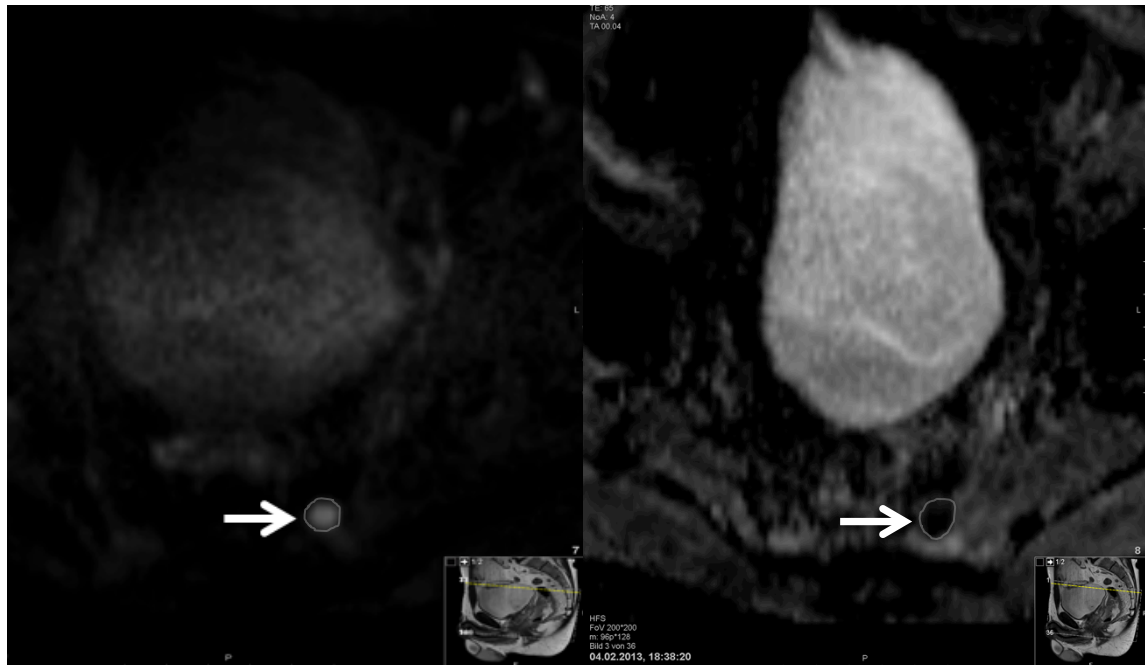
Suspekter Lymphknoten in der DWI-MRT (links) und der ADC-Map (rechts)
